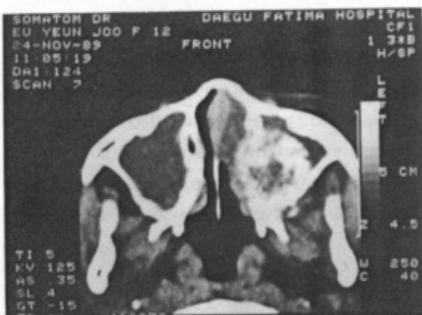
Axial CT scan : Left maxillary sinus reveals lobulated soft tissue mass with flecks of bony fragments.
